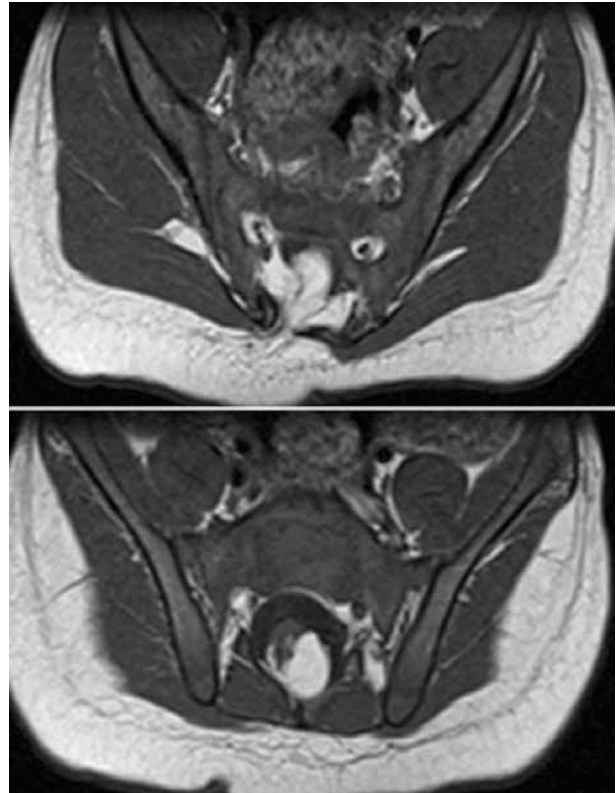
Resonancia magnética de la columna lumbosacra (corte transversal en T1). Disrafismo espinal y médula anclada adyacente a lipoma intradural.
